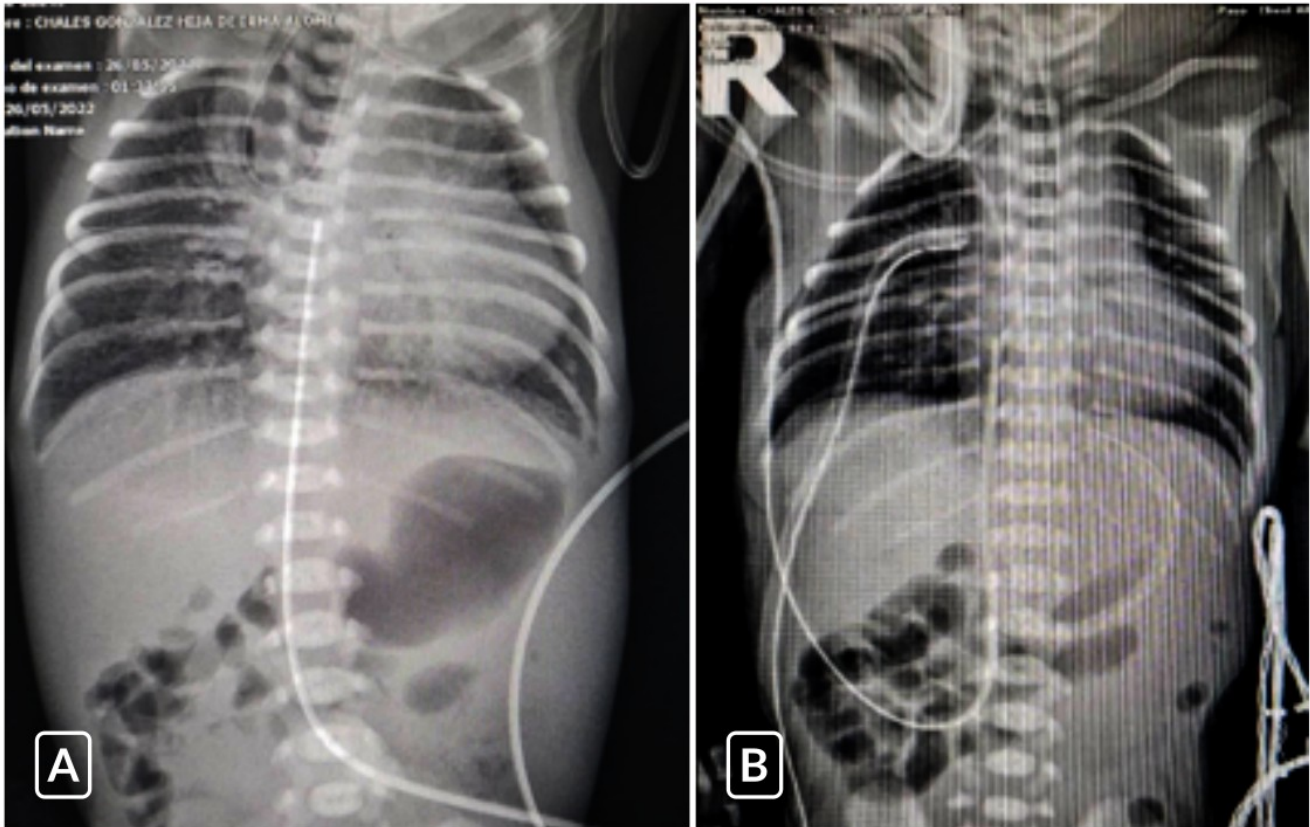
Atresia esofágica. A) Radiografía inicial en donde se evidencia sonda orogástrica enrollada en esófago, debido a la atresia. B) Radiografía post corrección de atresia esofágica.
